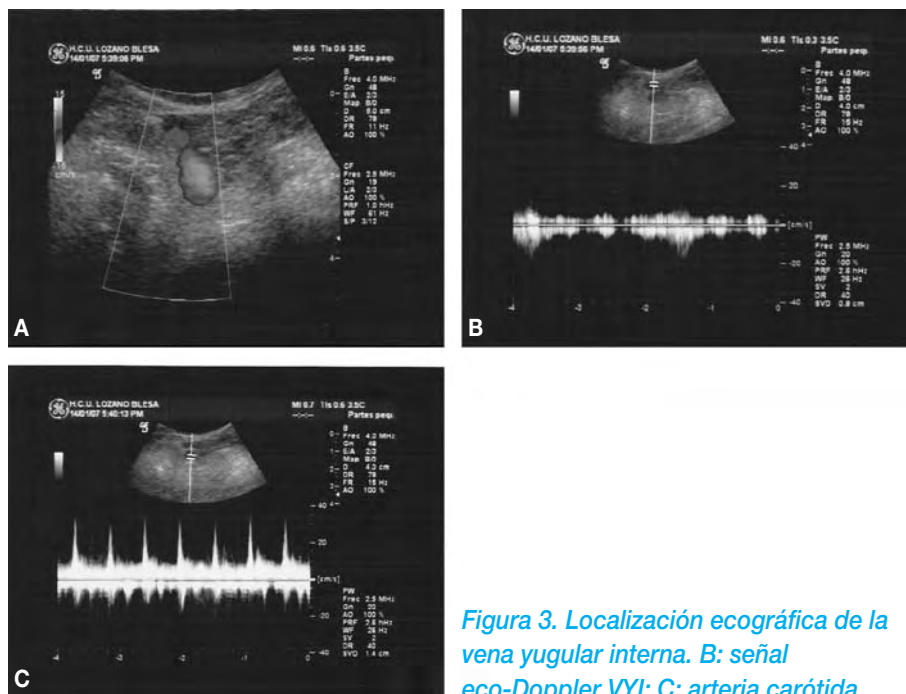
Localización ecográfica de la vena yugular interna. B: señal eco-Doppler VVI; C: arteria carótida.
